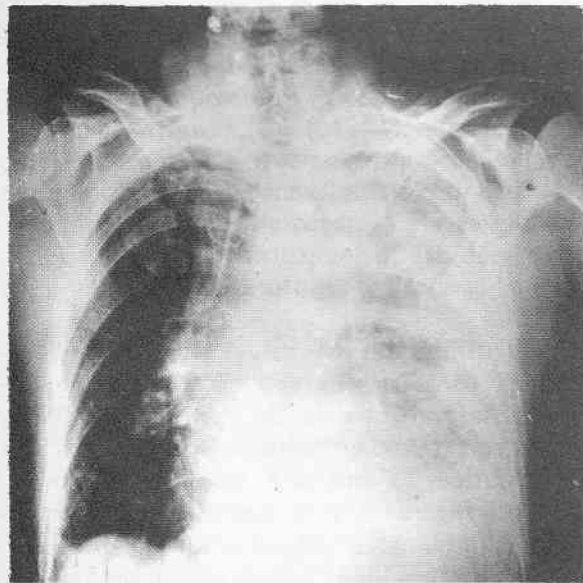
Radiografía de tórax preoperatoria tomada de cúbito dorsal. Neumomediastino y velamiento de hemitórax izquierdo.
